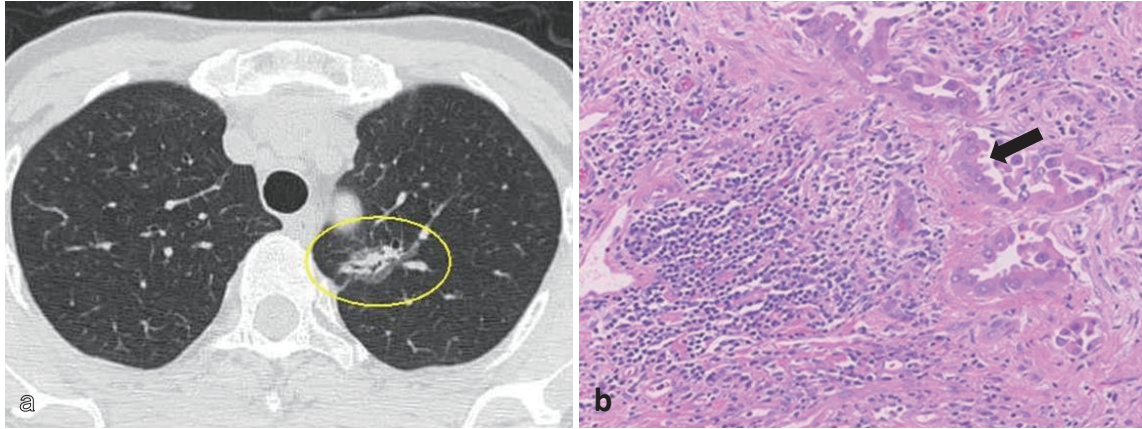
肺癌症例の胸部CTと切除標本（H-E染色とIgG4染色）（自験例）
